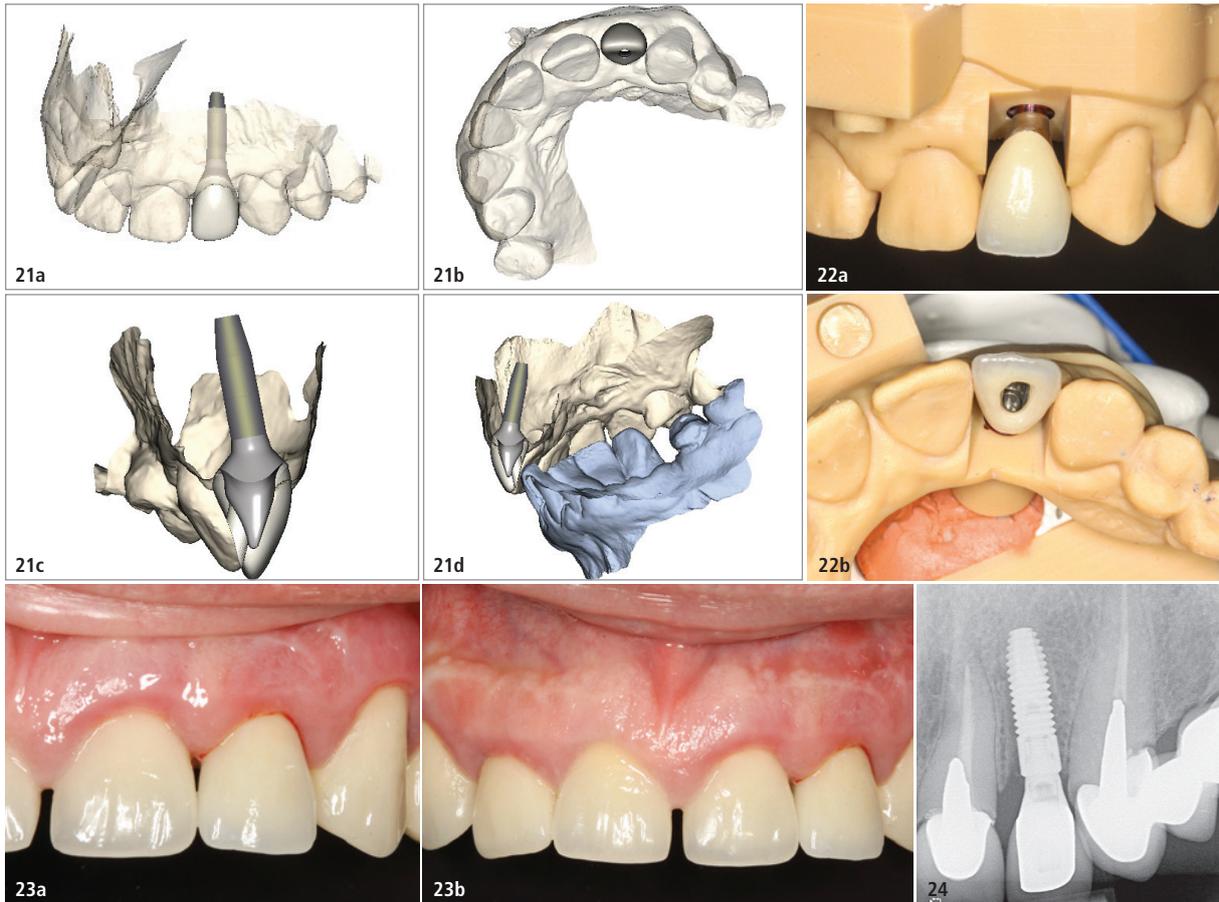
Core File-Datei zur Konstruktion der Implantatkrone. – Abb. 22a: Vollkeramische Lithiumdisilikat-Krone mit der Maltechnik individualisiert. – Abb. 22b: Keramische Krone und Abutment wurden extraoral verklebt. – Abb. 23a und b: Die Situation unmittelbar nach dem Verschrauben der extraoral verklebten Komponenten (Atlantis CustomBase und Keramikkrone) auf dem Implantat Regio 22. – Abb. 24: Kontrollröntgenbild nach Abschluss der Behandlung (3,5 Monate nach der Fraktur des Zahns 22).
